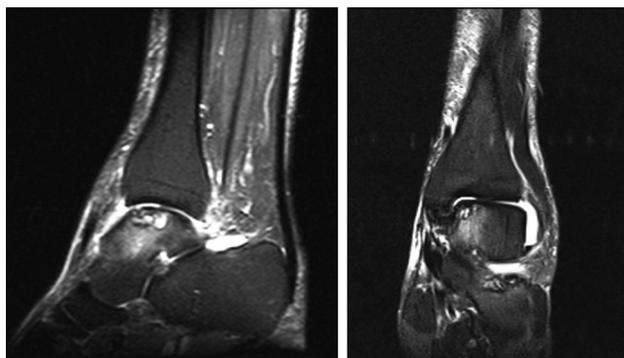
Пациент Б., 36 лет, МРТ голеностопного сустава (T2-режим). Полнослойный оформленный остеохондральный дефект с кистозной перестройкой и зоной отёка костного мозга размерами 19,4 мм (продольно), 13,1 мм (поперечно), 10,3 мм (глубина).
